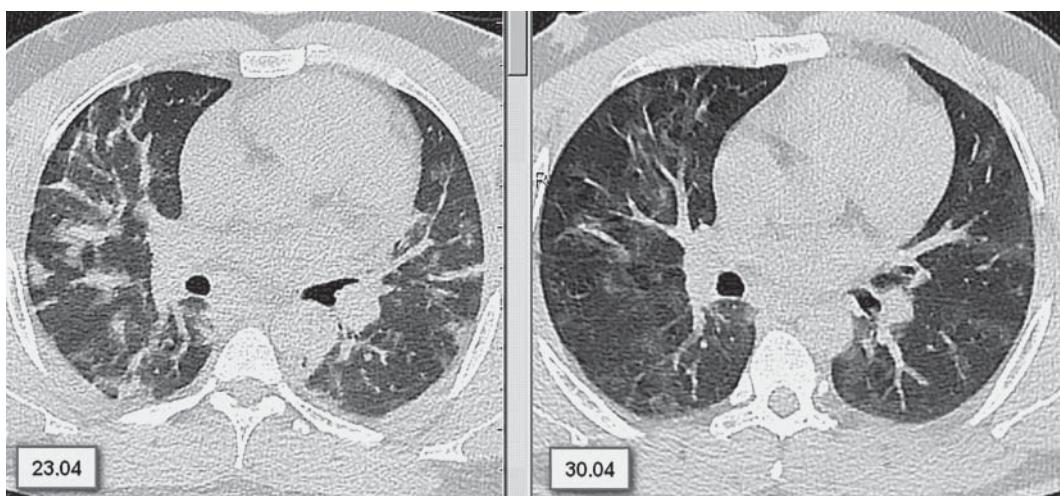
Естественная динамика КТ-симптомов. При первичном КТ-исследовании от 23.04.2020 определялись множественные билобарные полисегментарные участки консолидации легочной ткани. При контрольном исследовании от 30.04.2020 отмечается “расправление” участков консолидации и преобладание зон “матового стекла”.
